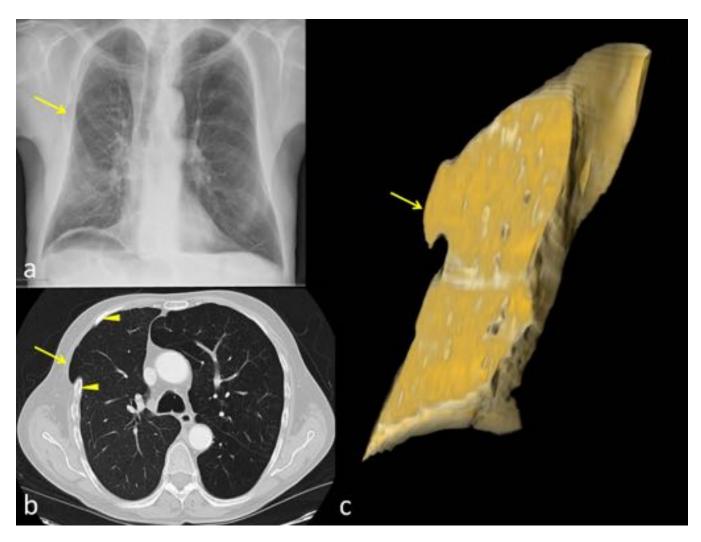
Caso 3. Radiografía simple (a), TC cortes axiales (b) y reconstrucción 3D del parénquima del pulmón trasplantado (c). Varón de 69 años trasplantado del pulmón derecho por EPOC avanzado. Se ven los cambios postquirúrgicos del trasplante pulmonar en pared costal derecha, con protrusión extratorácica del pulmón (flechas) (LSD) a través de la 3º y 4º costilla derecha (cabezas de flechas). Se diagnosticó incidentalmente en radiografía de tórax preoperatorio de cáncer de sigma.
